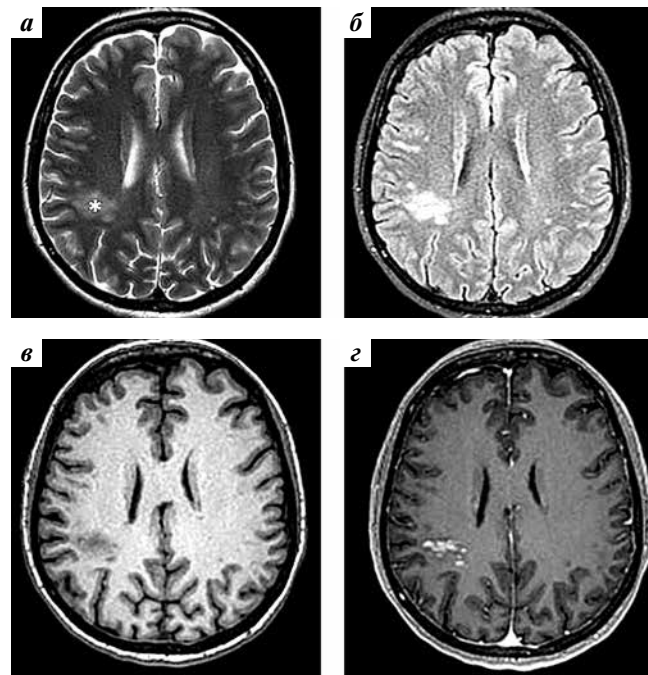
Клинический случай 1. Магнитно-резонансная томография головного мозга пациентки от 2019 г.: зона измененного сигнала (отмечена звездочкой) с нечеткими контурами в глубоких отделах правой теменной доли, гиперинтенсивная на последовательностях T2 (а) и FLAIR (б) и гипоинтенсивная на T1 (в); при введении контрастного препарата отмечается его гетерогенное накопление (г), перифокальный отек отсутствует
